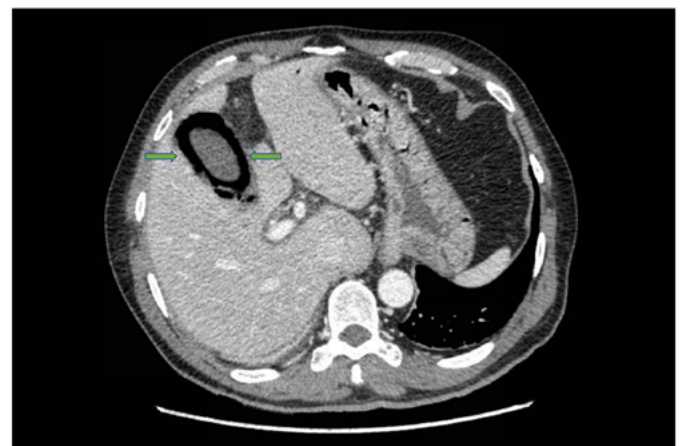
Corte transversal de TC abdominal con contraste intravenoso, llevado a cabo 12 horas más tarde, que muestra gas en la pared de la vesícula biliar (flechas verdes), con edema subseroso, compatible con colecistitis aguda enfisematosa.
